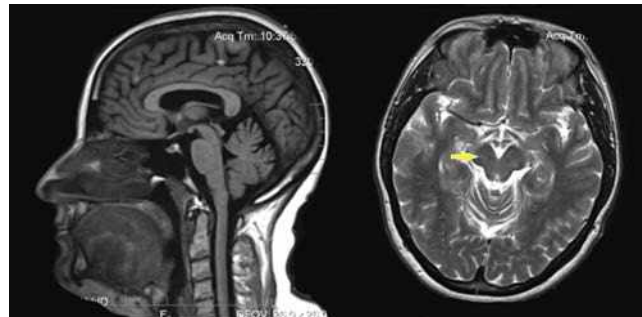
Пациентка М., 52 года, МРТ головного мозга в сагиттальной и аксиальной проекциях: возможный симптом «Микки Мауса» (указан стрелкой)
